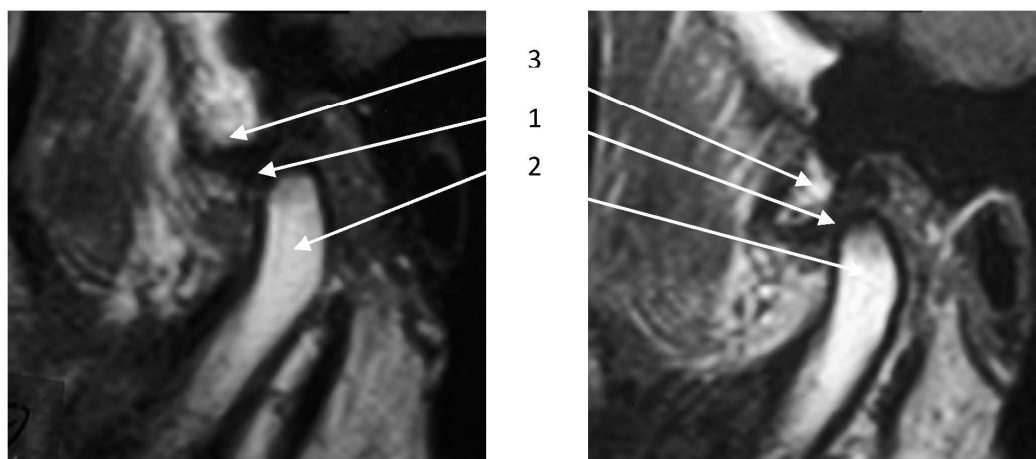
Хвора С. Контрольна МРТ у лікувальному положенні у косій сагітальній проекції: 1 – суглобовий диск; 2 – головка нижньої щелепи; 3 – суглобовий горбик
